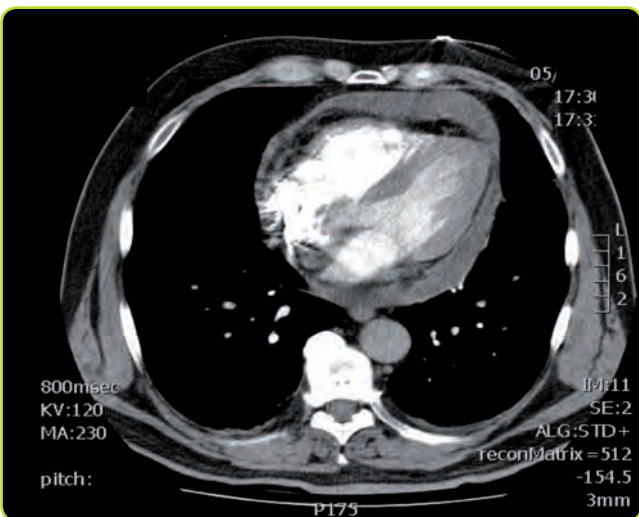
Derrame pericárdico en TC.
